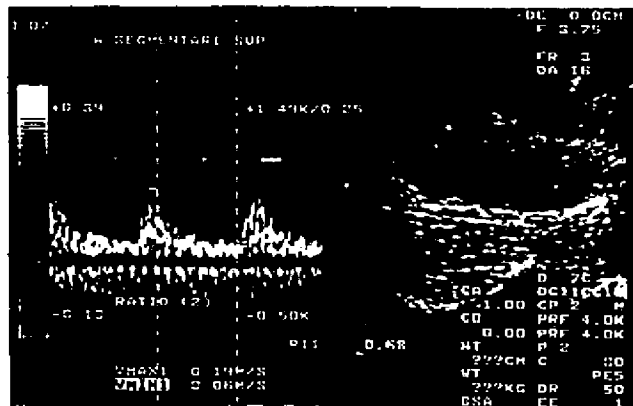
RECHAZO CRONICO. Doppler duplex color de injerto lobulado, con poco seno renal, pero sin prominencia de pirámides. Los IR son normales (IR=0.68).
